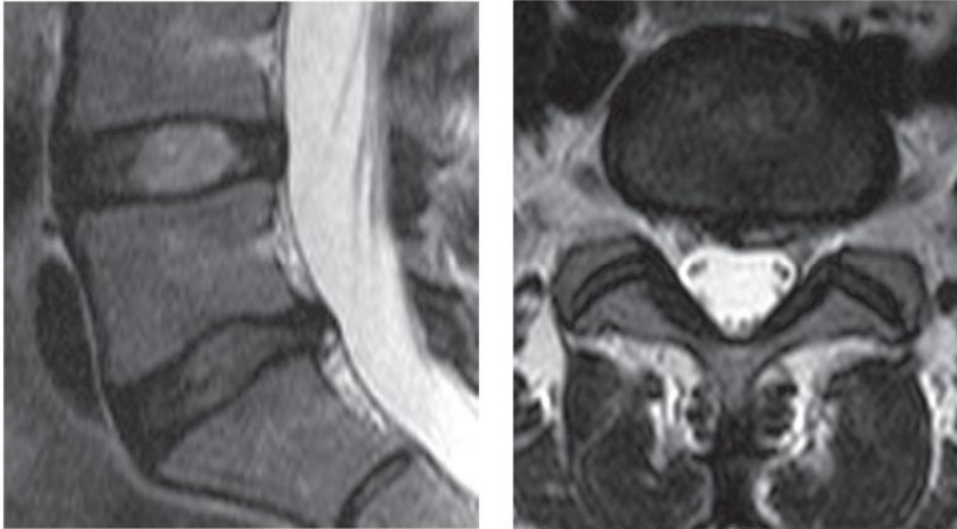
MRI Pamje e L5/S1. Pamje sagitale dhe aksiale
